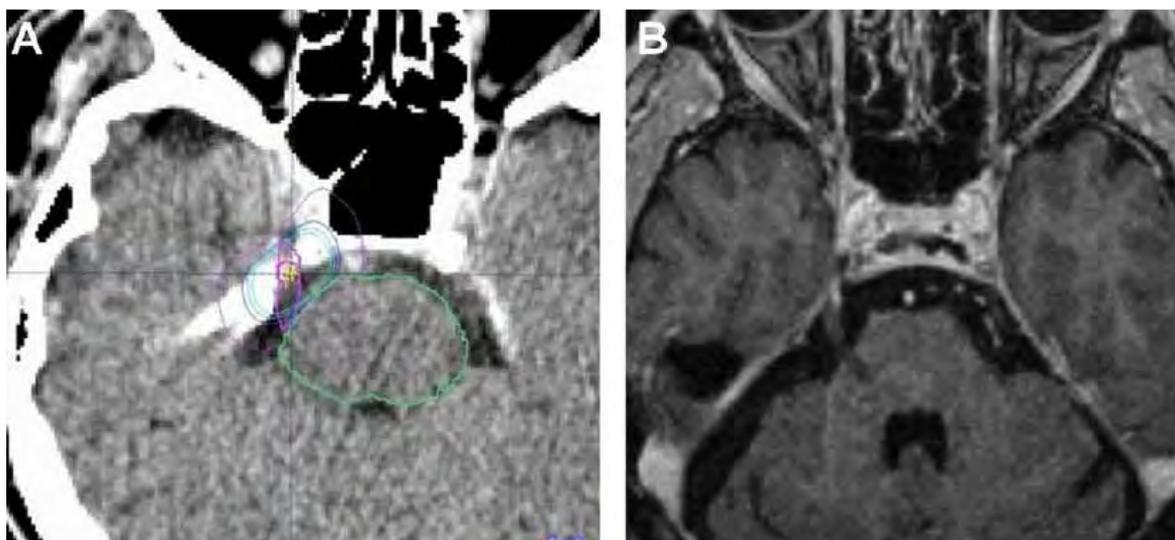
Exemple de cible du plexus triangulaire. (A) Segmentation et dosimétrie. (B) IRM de contrôle à trois mois (non obligatoire) avec présence d'un hypersignal punctiforme au niveau du nerf trijumeau droit [79].
